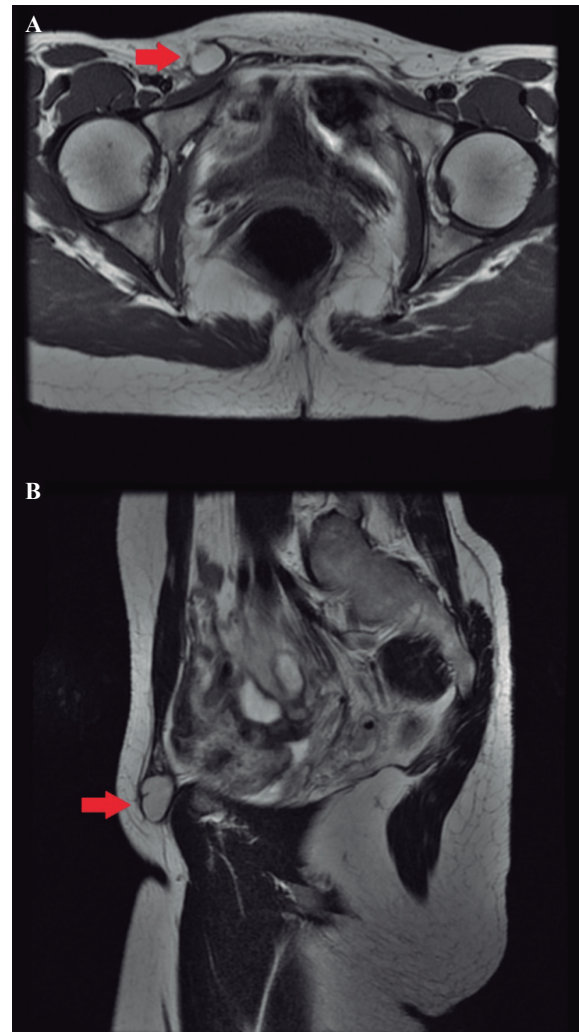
A. Resonancia magnética, corte axial T1. Nódulo bien definido fundamentalmente hiperintenso (componente hemático antiguo) en canal inguinal (flecha). B. Resonancia magnética corte sagital T2. Nódulo fundamentalmente hiperintenso con componente sólido periférico en canal inguinal (flecha).
